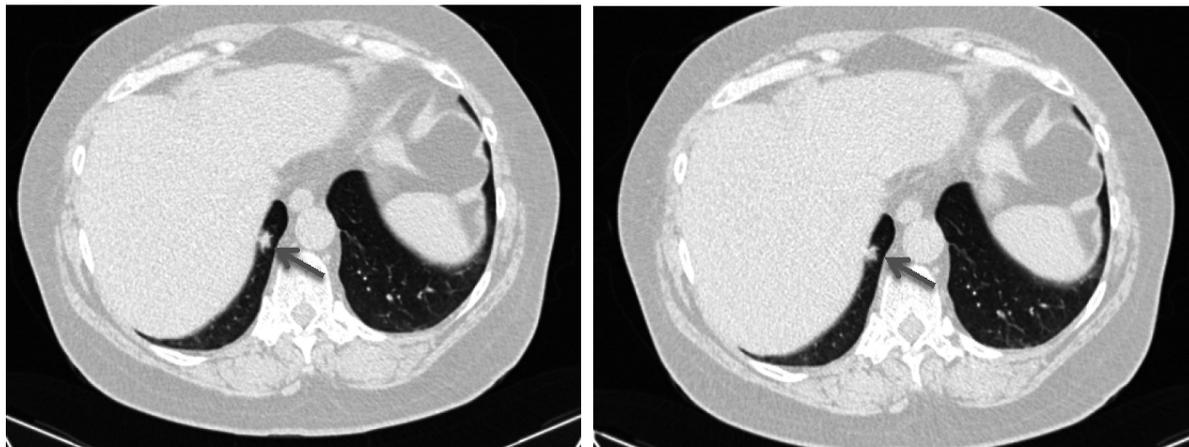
КТ, поперечный срез. Узел в нижней доле правого легкого указан стрелкой.
